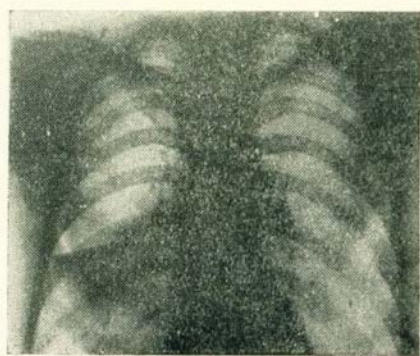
Передняя рентгенограмма грудной клетки. Ателектаз наружного сегмента средней доли.
